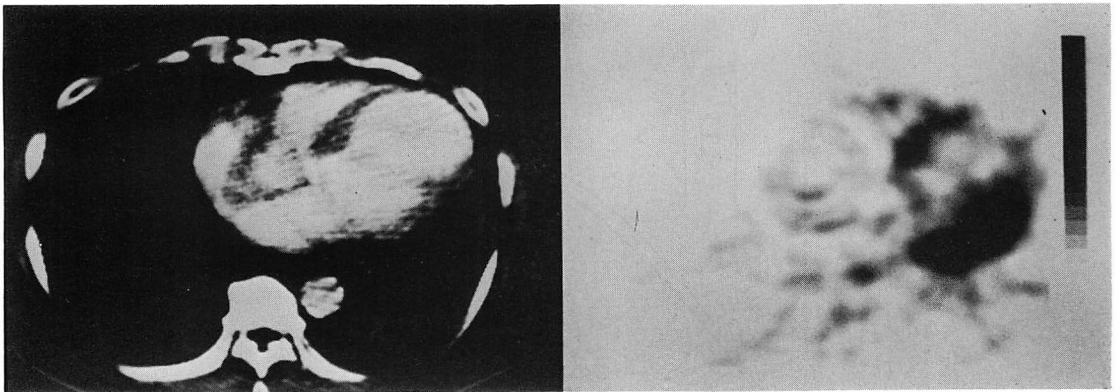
Enhanced CT image and PET image of a case of extensive anterior infarction with a ventricular aneurysm.
